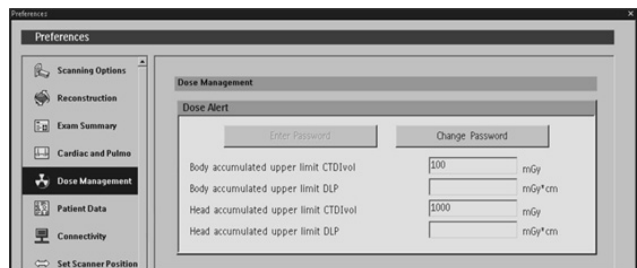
This screen shot showed the dose alert feature complies with the NEMA XR-25 standard by the Philips CT.
